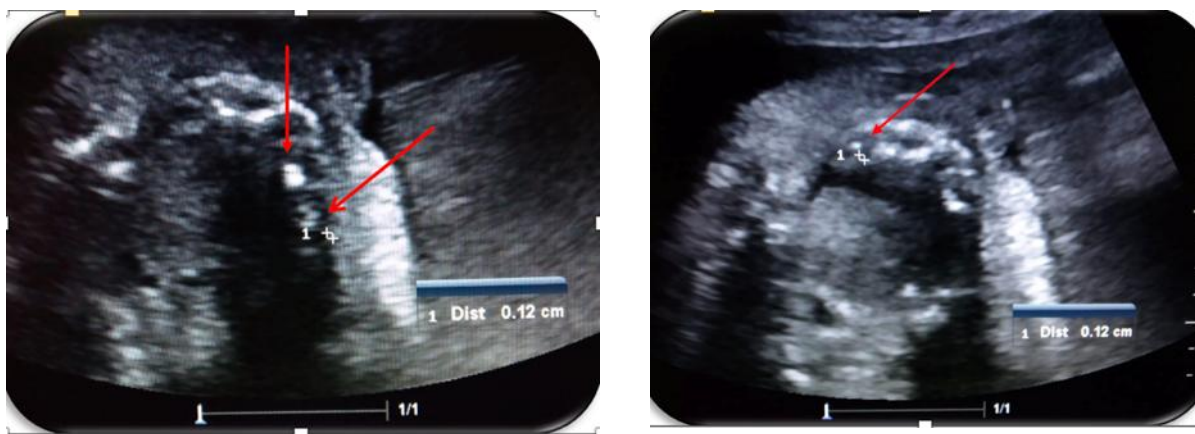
Secțiune ecografică sagitală a regiunii cranio-faciale fetale cu evidențierea mugurilor dentari alveolari
